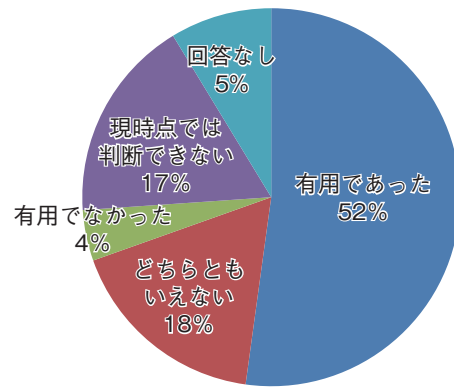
広がり診断における乳房造影超音波検査の評価
